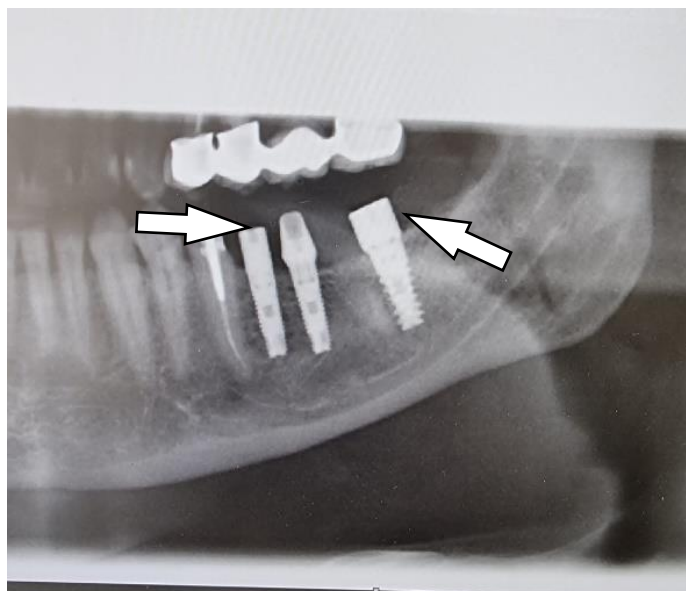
Компьютерная томограмма пациента Б. в послеоперационном периоде. Установленные имплантаты в позиции зубов 3.5 и 3.6.
